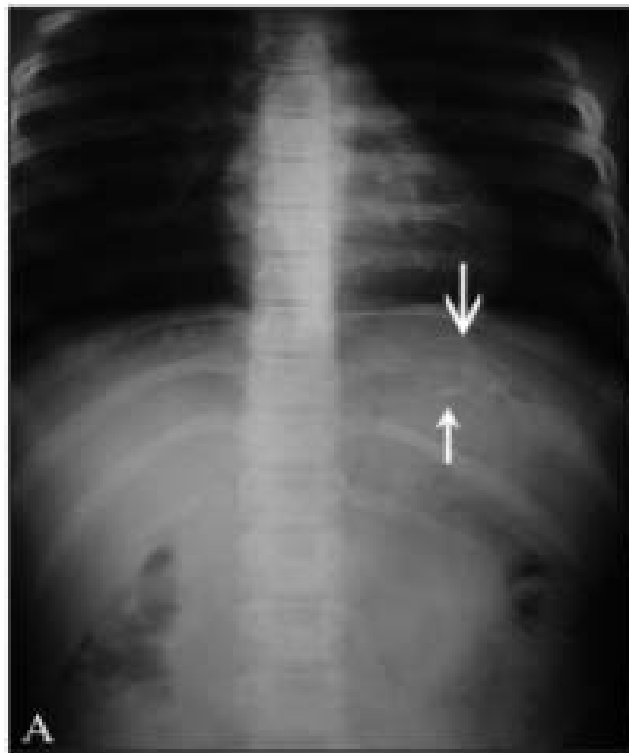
(A - B): Tuberculose des côtes - . Les radiographies frontales des côtes (A, B) montrent une lésion ostéolytique expansible avec sclérose touchant l'extrémité postérieure de la gauche 10 e côte (flèches)
